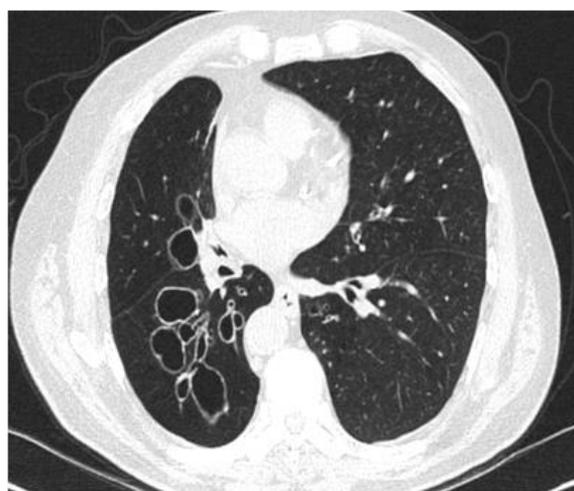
КТ мешотчатых БЭ
